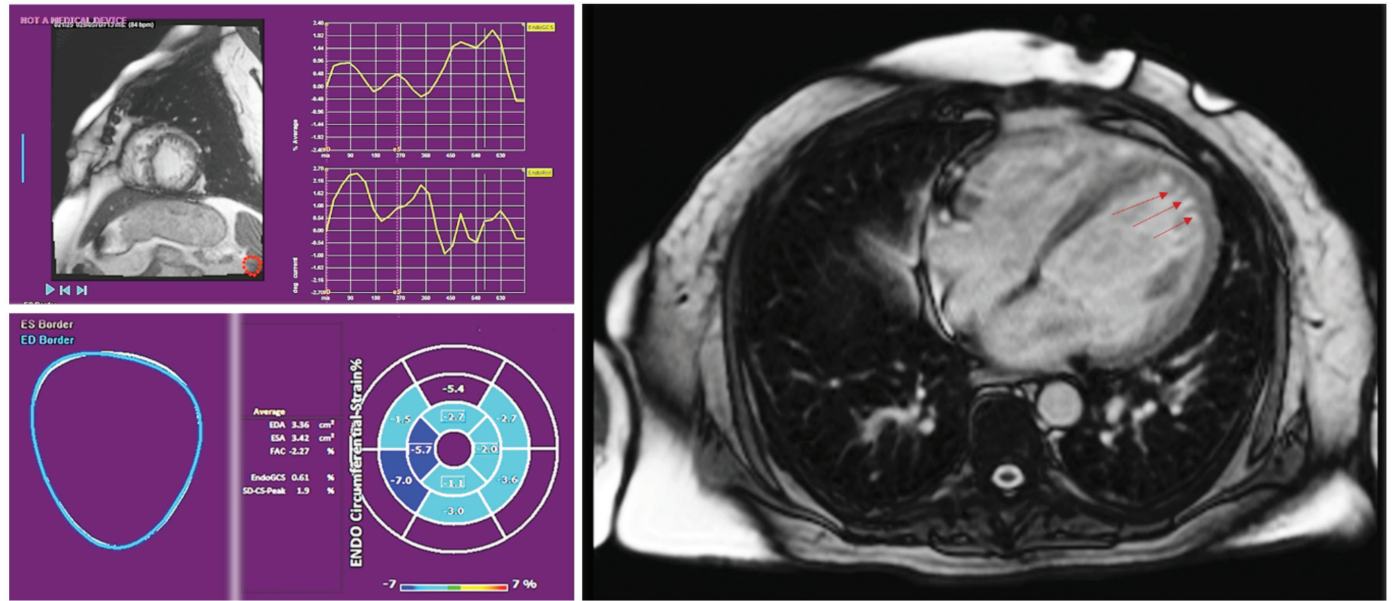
Resonancia magnética cardíaca. Grave falla sistólica con trabeculación extensa del ventrículo izquierdo. Strain severamente reducido. Cardiomiopatía no compactada.
